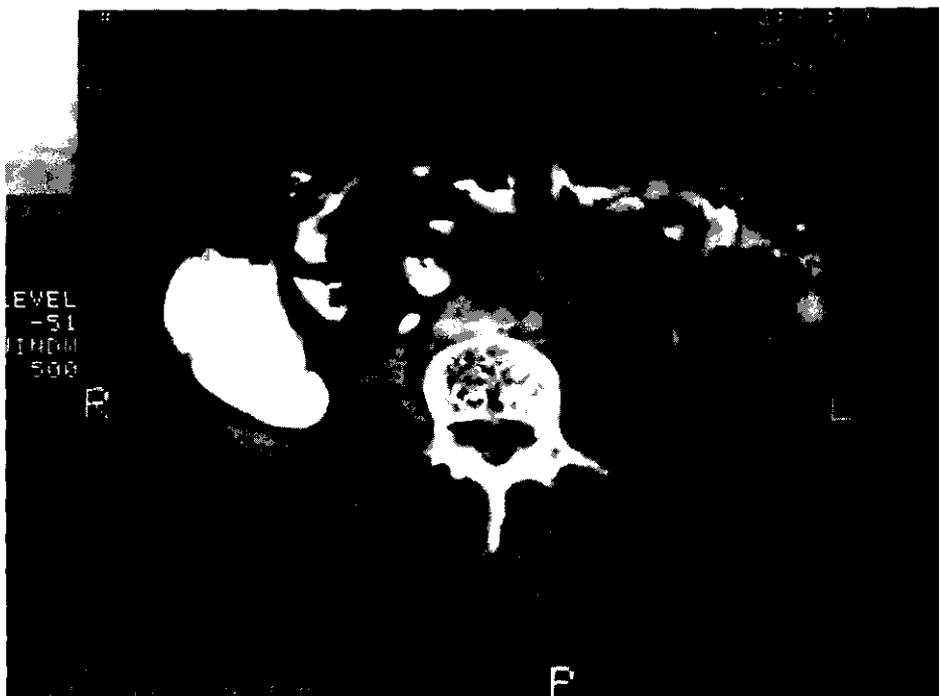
TAC de una fístula renogástrica, que muestra la infundibilización de la pared gástrica.
